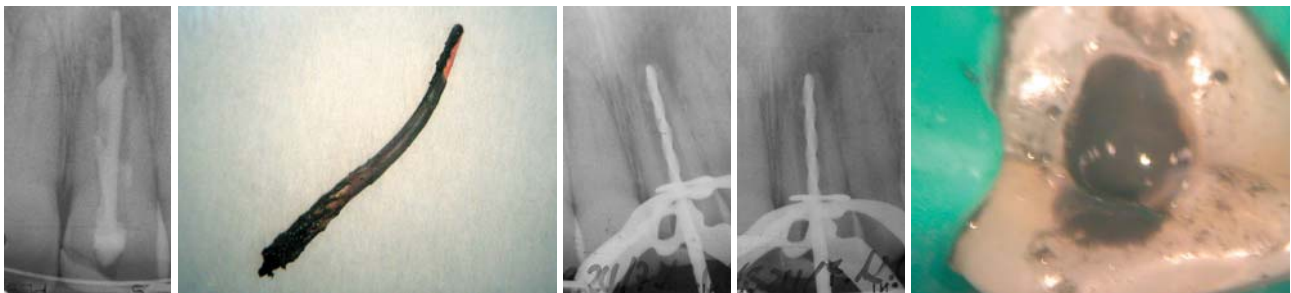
Ausgangsröntgenbild. – Abb. 2: Entfernte Wurzelfüllung. – Abb. 3: Messaufnahme exzentrisch. – Abb. 4: Messaufnahme orthograd. – Abb. 5: Blick in Kanal bei ultraschallunterstützter Spülung.
